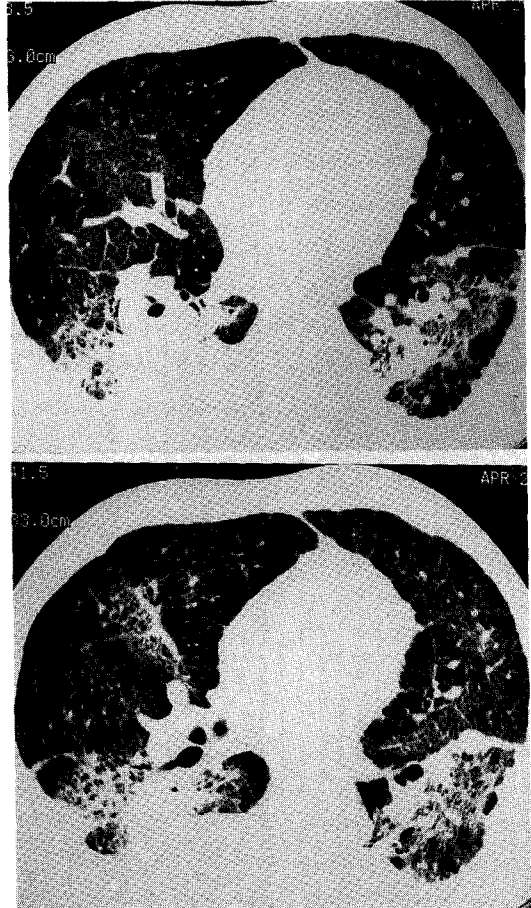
Thin-section CT shows consolidation and adjacent ground glass opacity, predominantly on dependent portion and thickening of intraalveolar interstitium showing reticulation.
